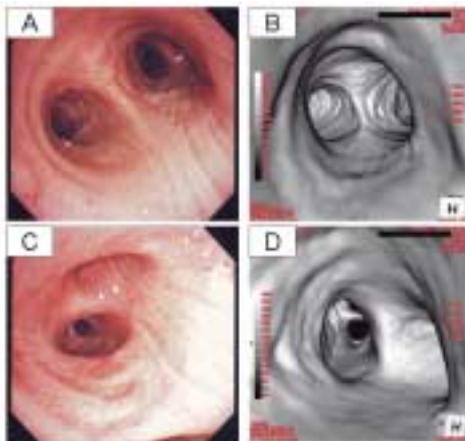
気管支鏡写真とCTで再構成されたバーチャル気管支鏡との対比。
